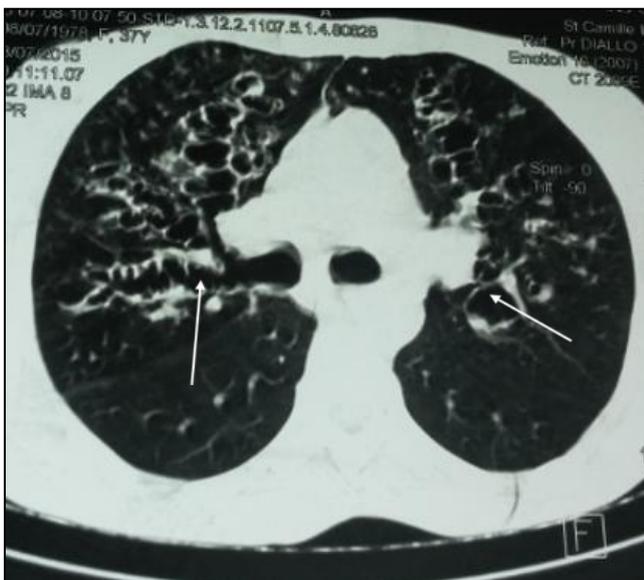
TDM thoracique montrant des DDB moniliforme (flèche gauche), sacciforme (flèche droite).
